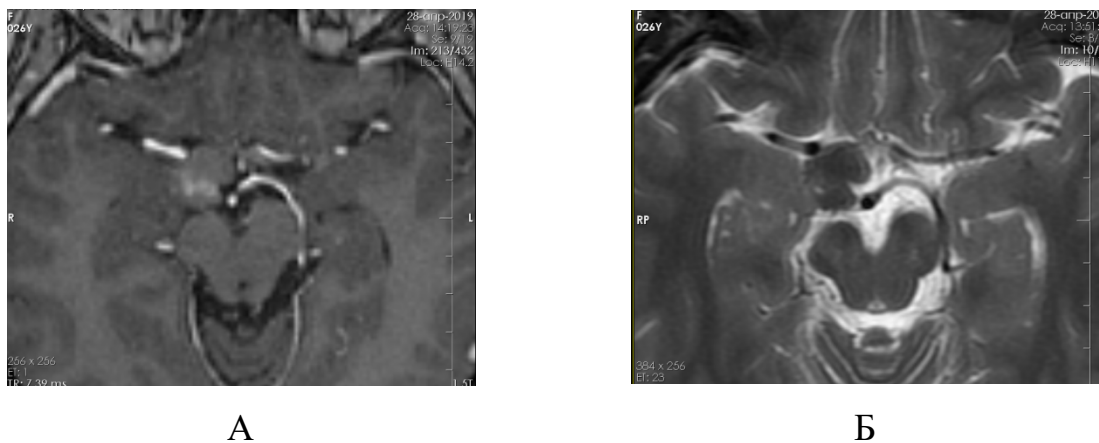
МРТ пациентки Д., T1с к/у (А), T2 (Б) через 2,5 года после курса ЛТ
